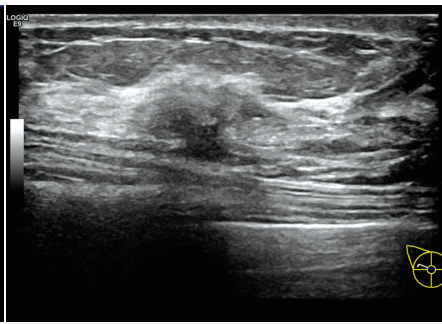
超声示乳腺导管内癌患者(女,45岁)右侧乳腺外上象限距乳头24 mm处见一大大小为16 mm×8 mm肿块,形态不规则,边界不清,内部呈低回声,中心区呈低回声,内见多个点状强回声,后方回声衰减
